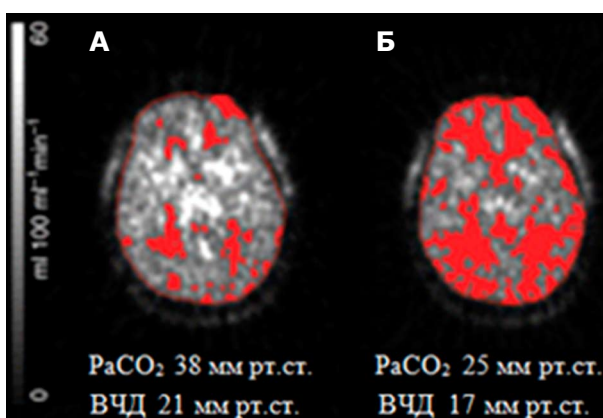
Результаты ПЭТ пациента при ЧМТ до (А) и после (Б) проведения гипервентиляции. Визуализируется выраженное уменьшение мозгового кровотока при гипервентиляции (области с низким кровотоком отмечены красным) [45, 46].
